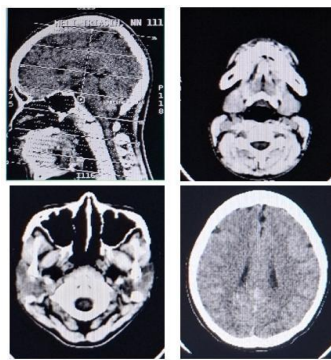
Dose Record Area Scanning Sampai Cervical pada Pemeriksaan *CT-Scan* Kepala
